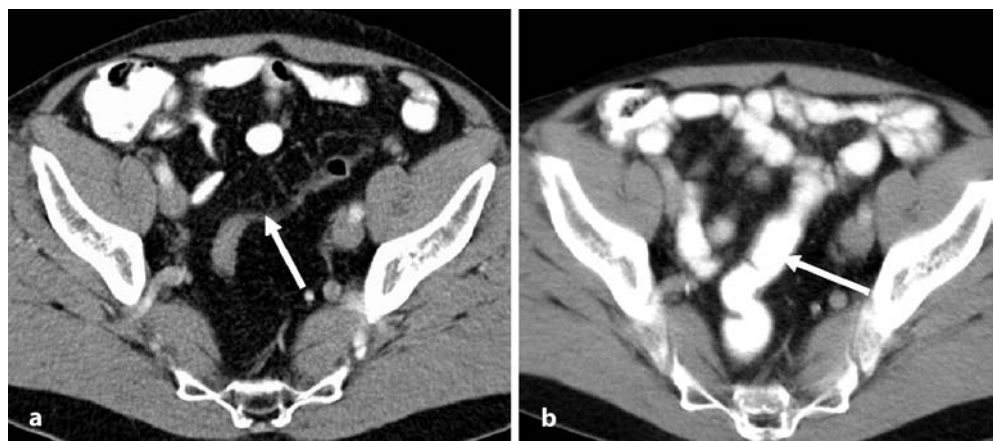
b ► Axiale CT-Schichten nach oraler Kontrastierung mit Gastrografin® 3%. a Ohne rektale KM-Füllung bzw. b mit rektaler KM-Füllung mit Gastrografin® 3%. Beachte die erheblich bessere Lumen- und Wanddarstellung des Colon sigmoideum in (b) (Pfeile)
